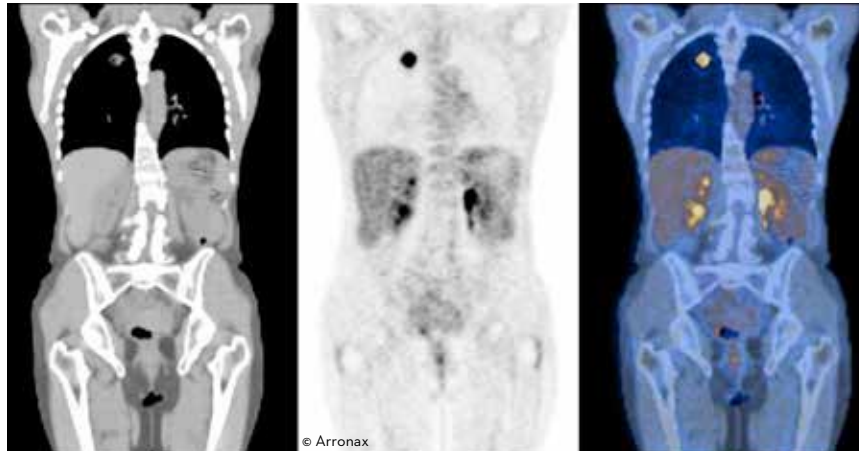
IMAGERIE FONCTIONNELLE : Les 2 principales techniques d'imagerie fonctionnelle utilisent des traceurs radioactifs. Il s'agit de la scintigraphie monophotonique (TEMP), on utilise des traceurs radioactifs qui émettent des photons et de la tomographie d'émission de positons (TEP), on utilise des traceurs radioactifs qui émettent des positons.
